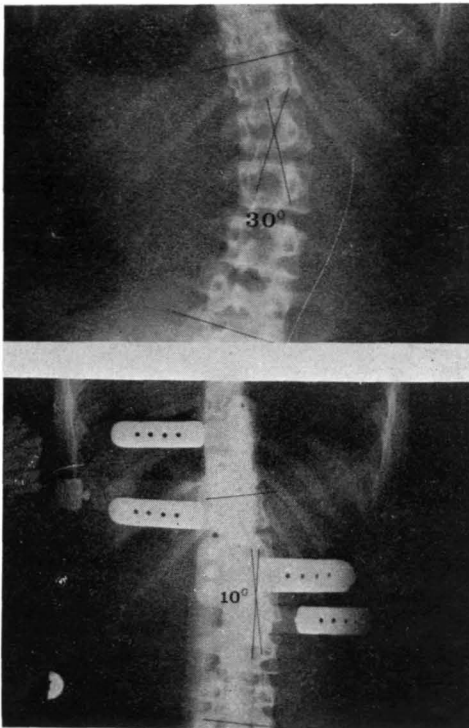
Radiografías con y sin corsé. Corrección de 20° (66'6 por 100).
